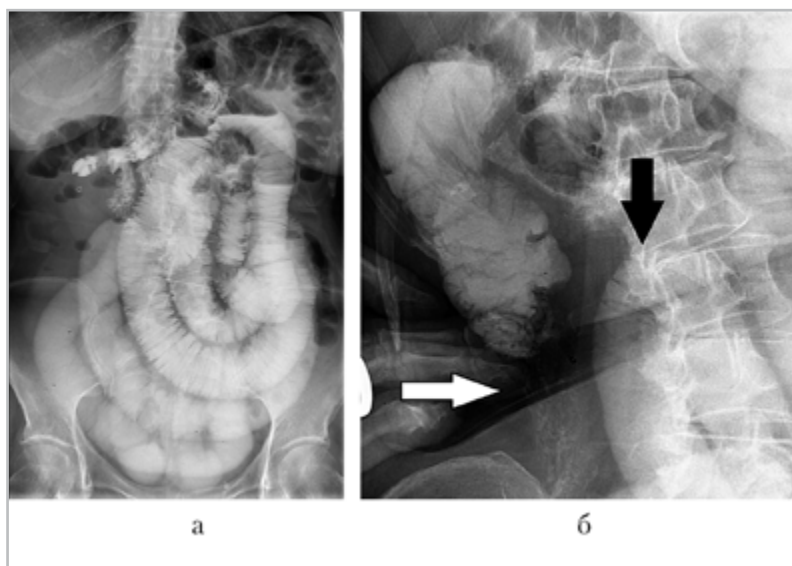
Рентгенограммы, полученные при ирригоскопии (а — тугое наполнение; б — раздувание воздухом), на которых отмечается дефект наполнения в проекции баугиниевой заслонки (стрелки)
